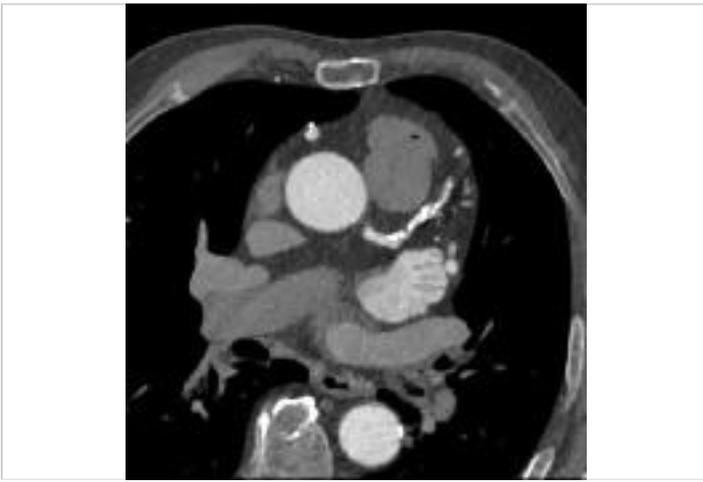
Koronare Herzkrankheit. Kontrastmittelgestützte koronare CT-Angiografie eines 81-jährigen Patienten mit ausgeprägter, relevanter diffuser Koronarsklerose des proximalen und mittleren R. interventricularis anterior. Gemischte Plaques mit kalzifizierten und nicht kalzifizierten Anteilen.
